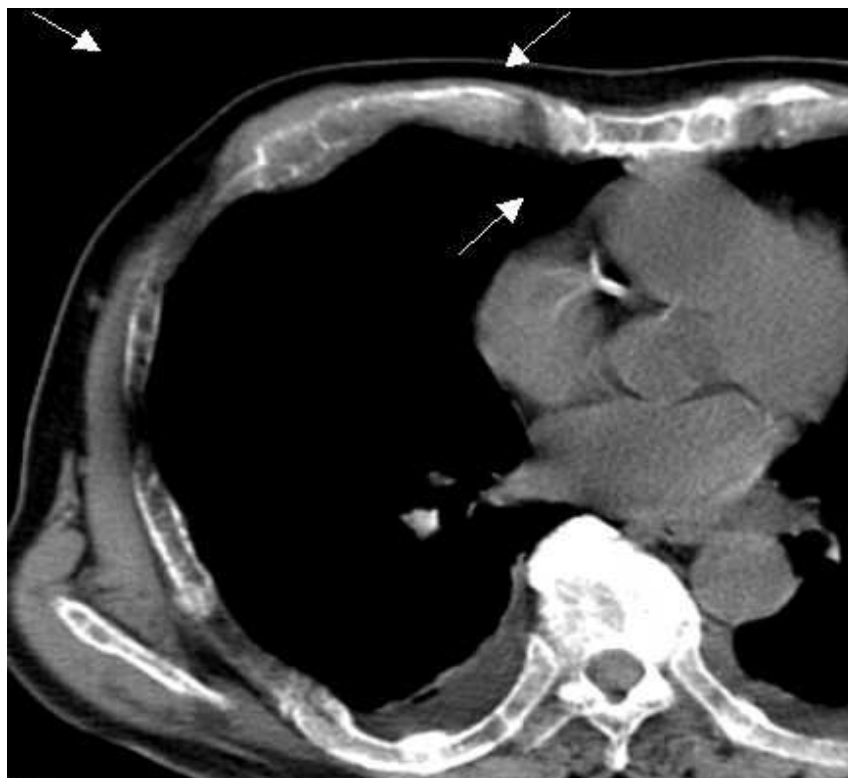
TAC de Tórax: múltiples imágenes de osteólisis a nivel de cuerpos vertebrales, arcos costales, manubrio esternal y ambas escápulas algunos rodeados por imagen con densidad de partes blandas.
